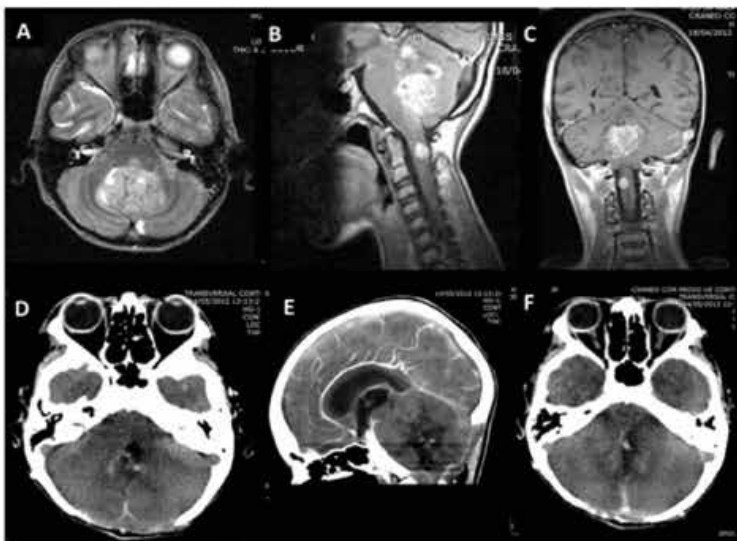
Tumoraciones de fosa posterior ilustradas con imágenes de Resonancias Magnética (RM) de cráneo.
